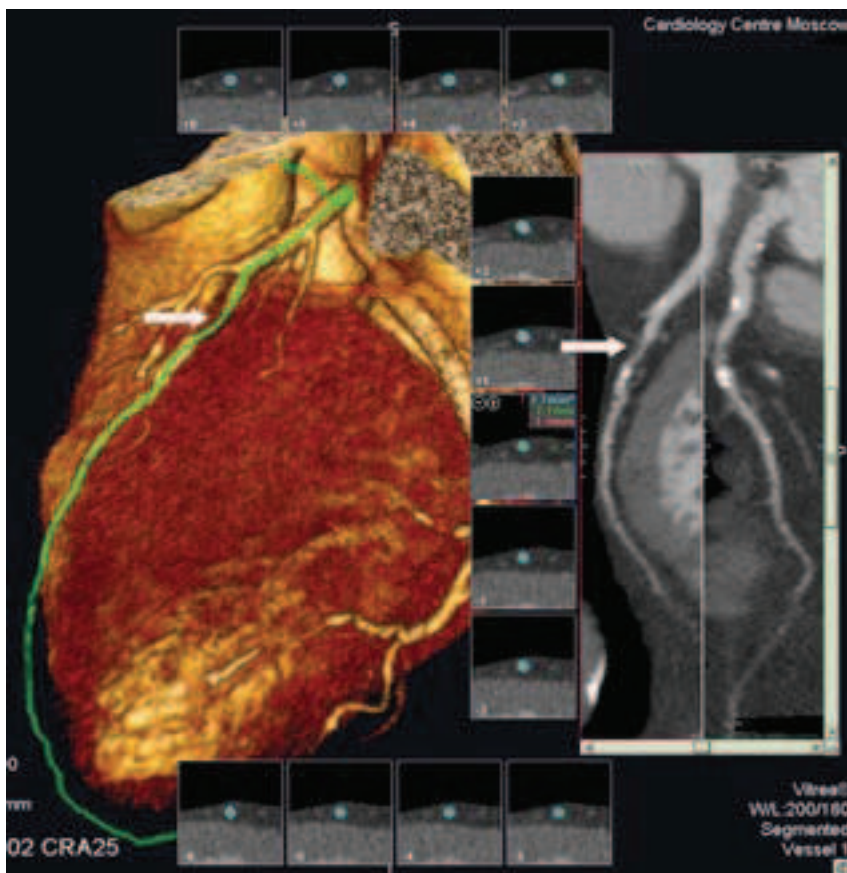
МСКТ коронарных артерий при ИБС. Трехмерные реконструкции.
